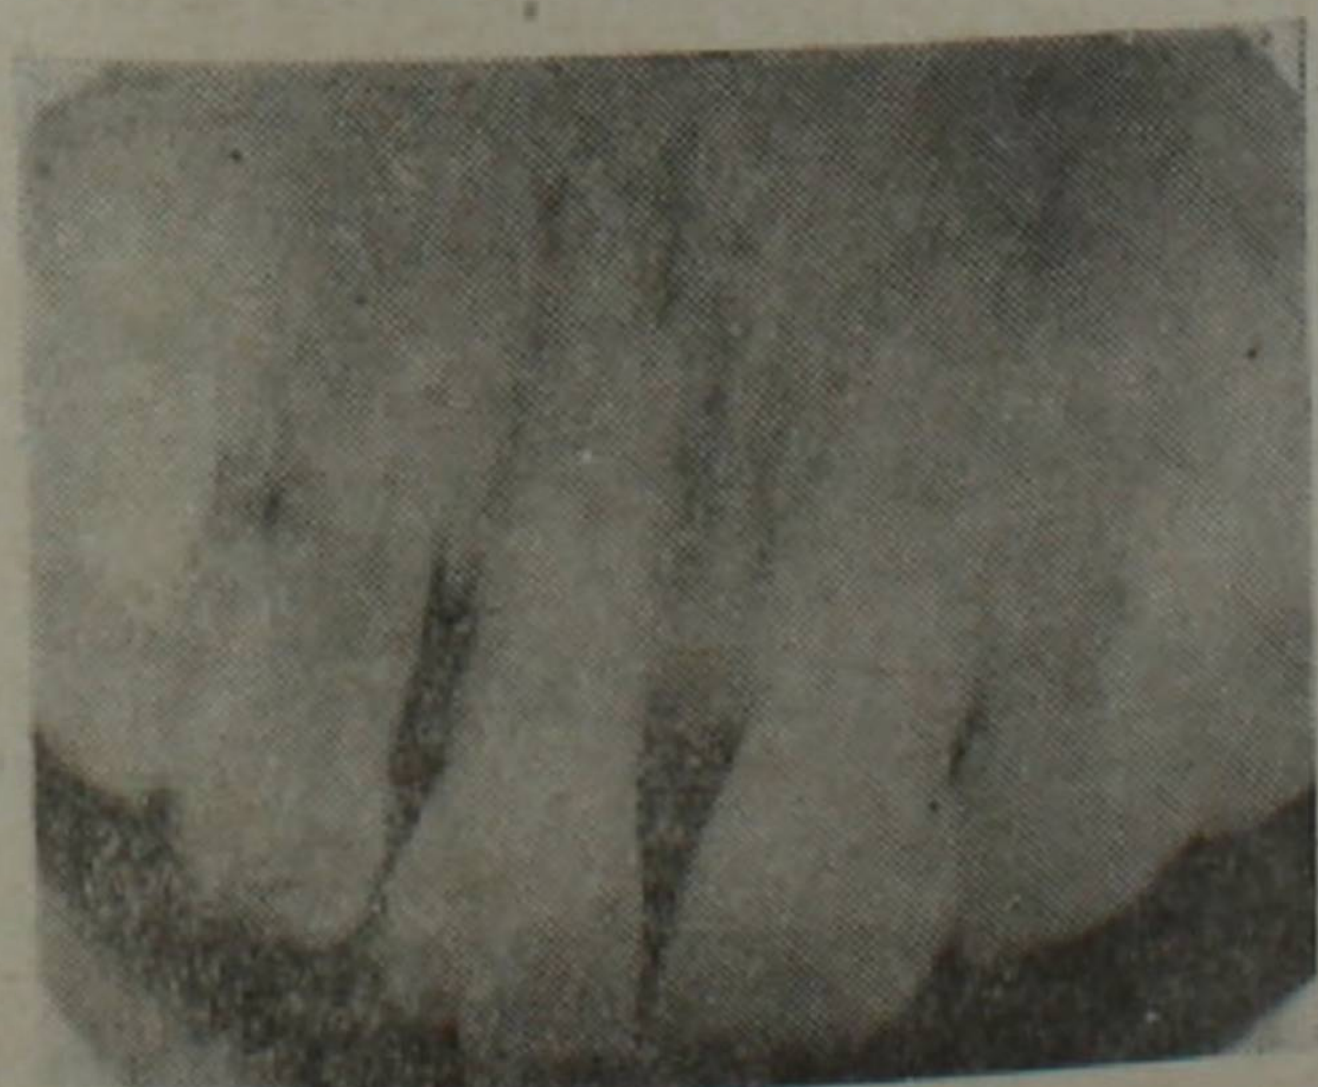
Рентгенограмма верхней челюсти больной Т. Г.
